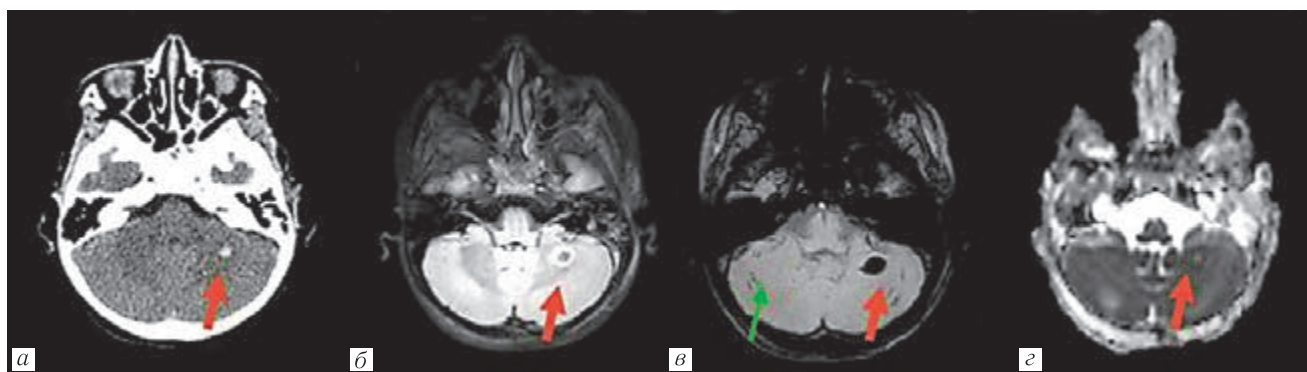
Д., 3 года. Первые сутки после получения травмы. Перелом пирамиды левой височной кости. Диффузное аксональное повреждение с вовлечением обеих височных долей, включая области гиппокампов, стволовых структур (нижние холмики, покрывка среднего мозга) — ДАП III. Минимальный диффузный отек полушарий головного мозга. Аксиальные срезы: *a* — КТ; *б* — МРТ FLAIR; *в* — МРТ SWI; *г* — ADC-карта. Крупный очаг диффузного аксонального повреждения в левом полушарии мозжечка (красные стрелки), гиперденсный при КТ (*a*), гипоинтенсивный на SWI (*в*); гиперинтенсивный с гипоинтенсивным центром на FLAIR (*б*), на ADC-карте (*г*) с пониженным значением по периферии. Мелкие участки ДАП, выявляющиеся только на SWI (зеленые стрелки)
